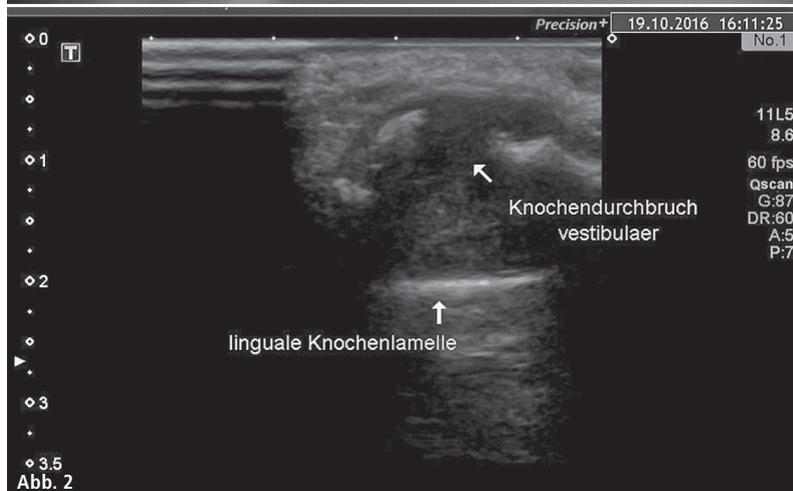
Teilansicht des präoperativen Orthopantomogramms: Es sind keine Wurzelresorptionen an 33, 34 und 35 zu erkennen. – Abb. 2: Die Raumforderung ist echoarm mit einigen reflexreicheren Zonen und dorsaler Schallverstärkung.
